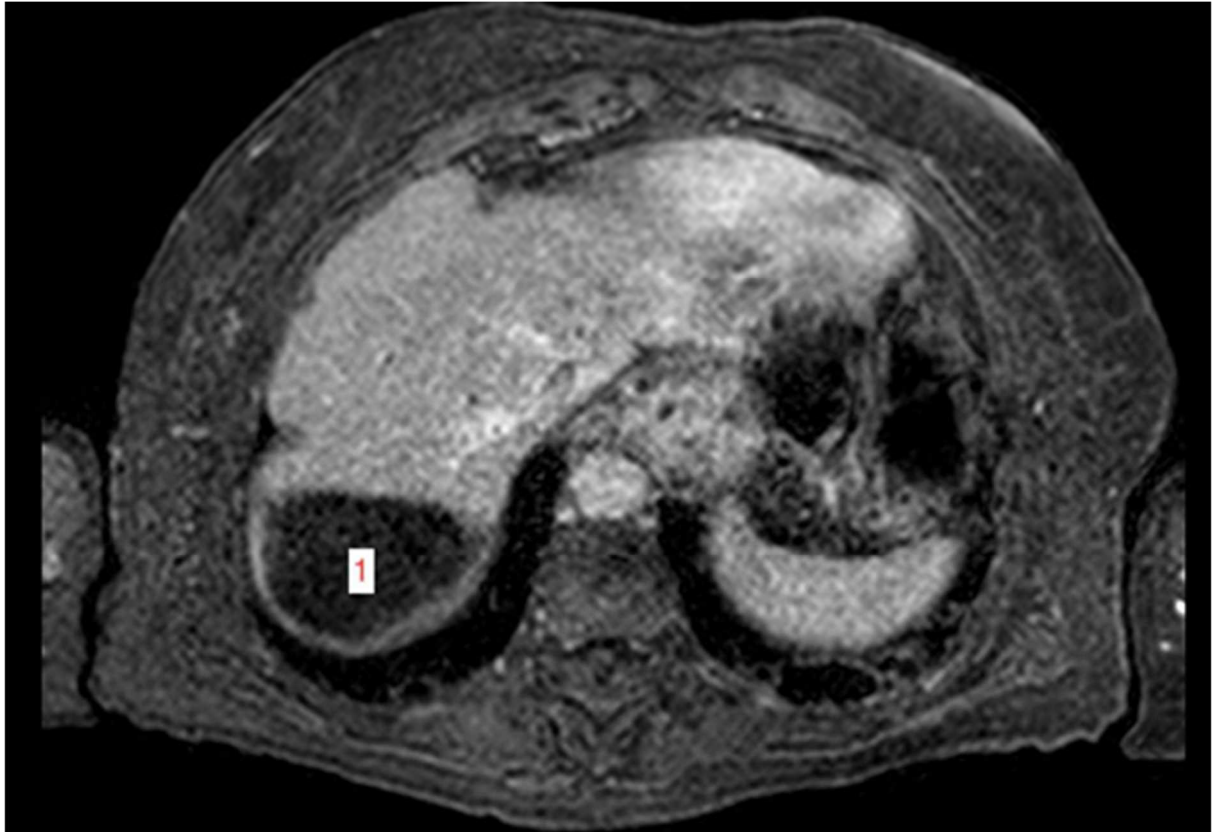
TA 後のセグメント 7 の破壊域 (1) の MRI 制御 (前の図 7、8 に示した臨床例)
